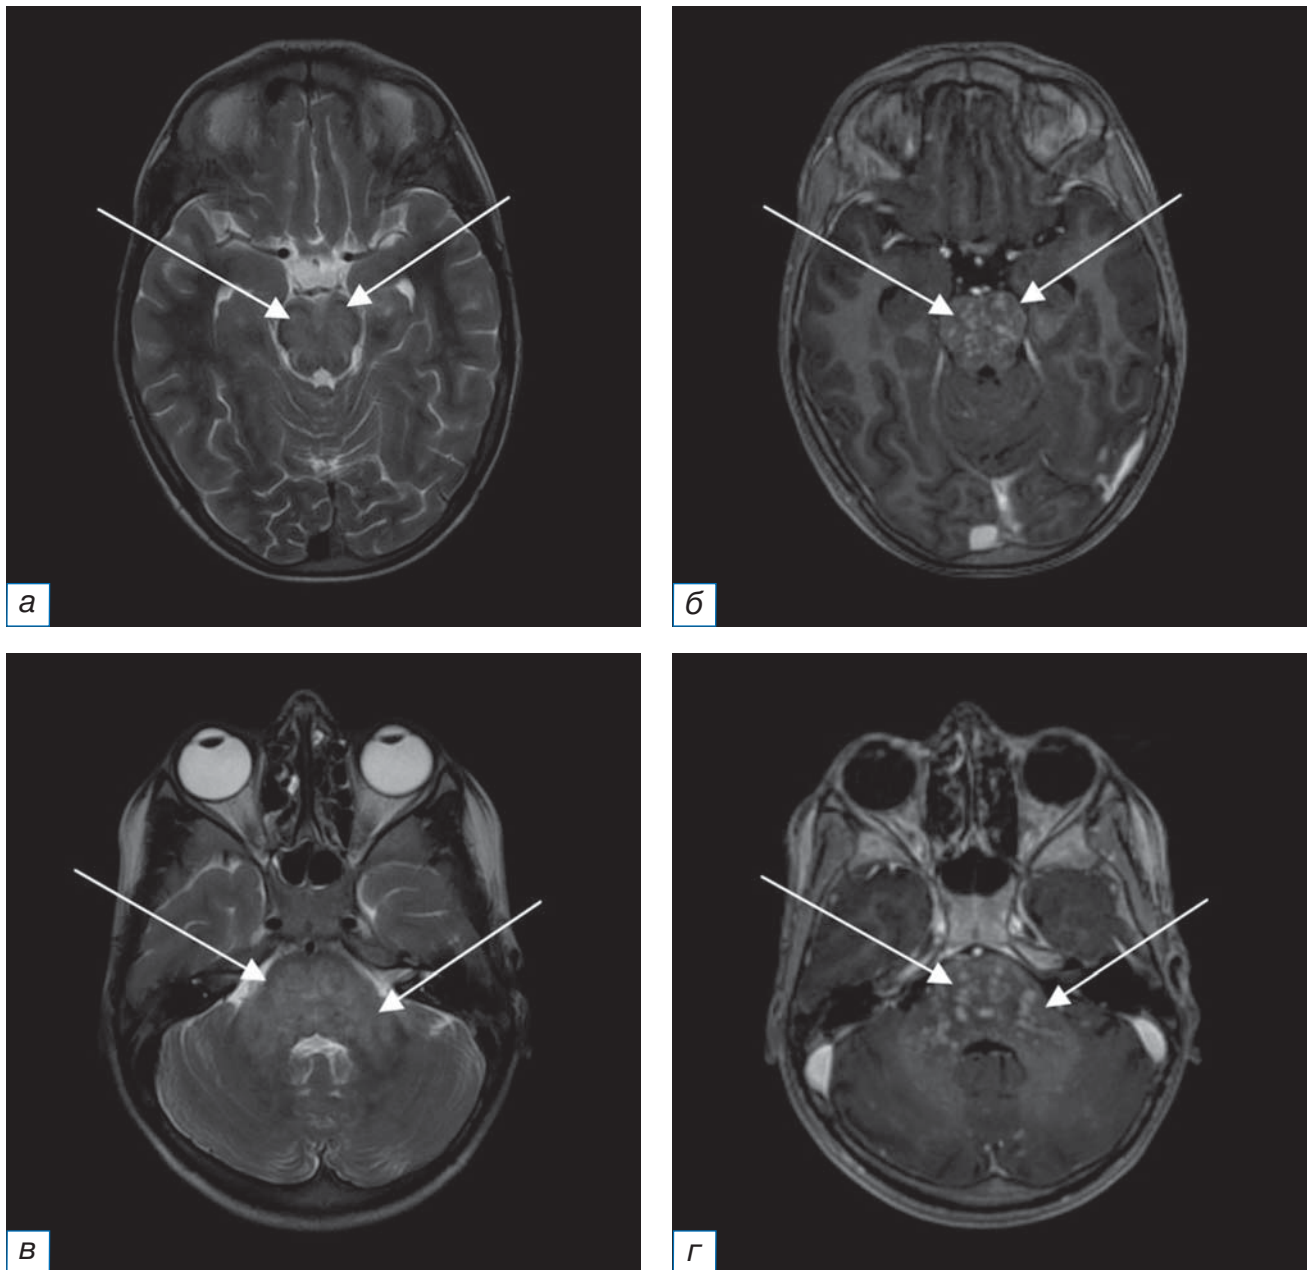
МРТ головного мозга в аксиальной плоскости от 10.01.2022 с внутривенным контрастным усилением (*а, в* — режим Т2-ВИ; *б, г* — режим Т1-ВИ после введения контрастного вещества): по сравнению с данными МРТ от 16.08.2021 сохраняются мелкие очаги измененного МР-сигнала прежней локализации, структуры и размеров (стрелки). На фоне контрастного усиления визуализируется интенсивное накопление контрастного вещества (стрелки).
